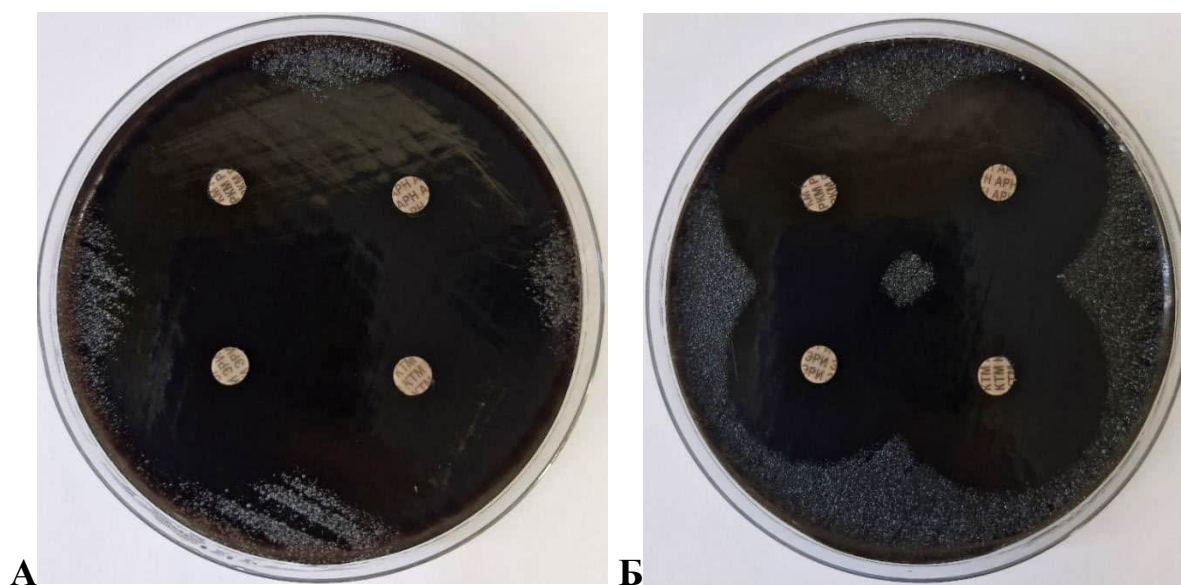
Определение антибиотикочувствительности бактериальных культур *B. pertussis* диско-диффузионным методом (А и Б примеры постановки)
